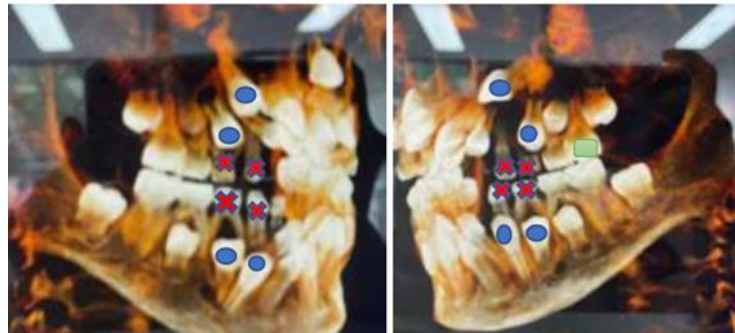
Plan de tratamiento de ortodoncia sobre tomografía. Material de CDEOP a Yosselin Cano Martínez
